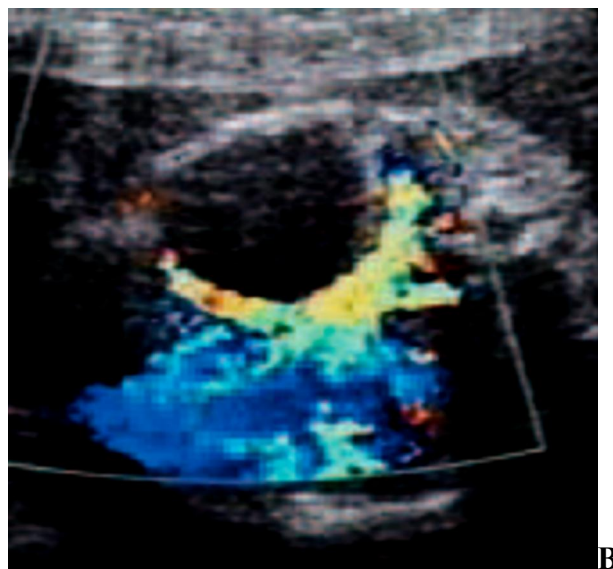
Doppler couleur anténatal [60]
